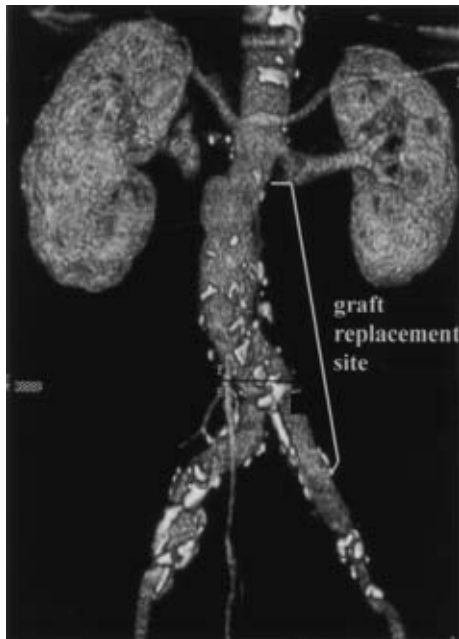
CTA revealed the large AAA below the superior mesenteric artery.
